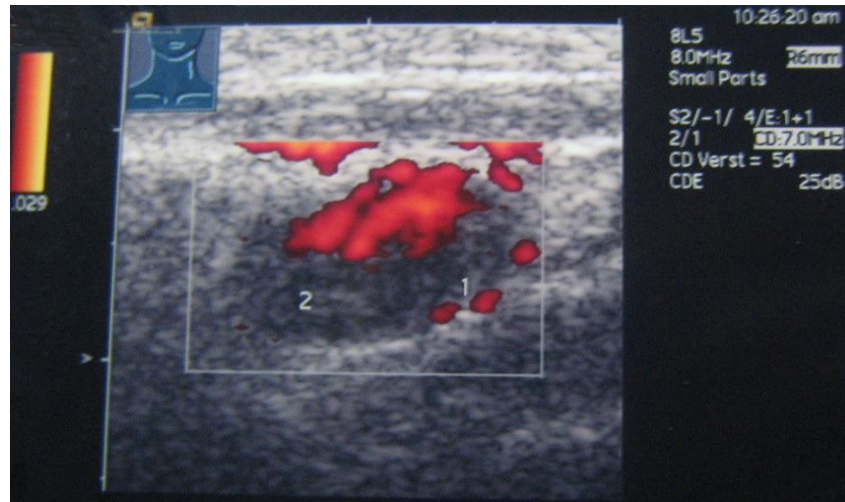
Power-Mode-Sonographie des 1,2 x 0,6 cm großen, echoarmen zervikalen LK einer 57jährigen Patientin mit follikulärem Lymphom nach Chemotherapie, welche drei Jahre vor dieser Aufnahme abgeschlossen wurde. Posttherapeutisch befand sich die Patientin in stabiler partieller Remission bis sie sechs Jahre später einen therapiebedürftigen Progress (zervikal) ihrer Erkrankung erlitten hat. Auf dem Bild sind sowohl subkapsuläre (1) als auch fokale fehlende (2) Gefäße zu erkennen.
